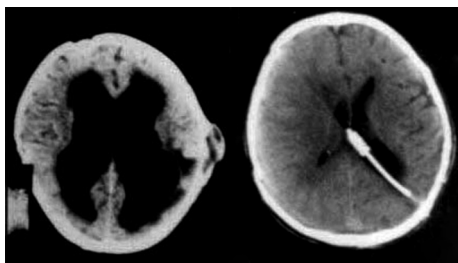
КТ до и после шунтирующей операции по поводу окклюзионной посттравматической гидроцефалии.
